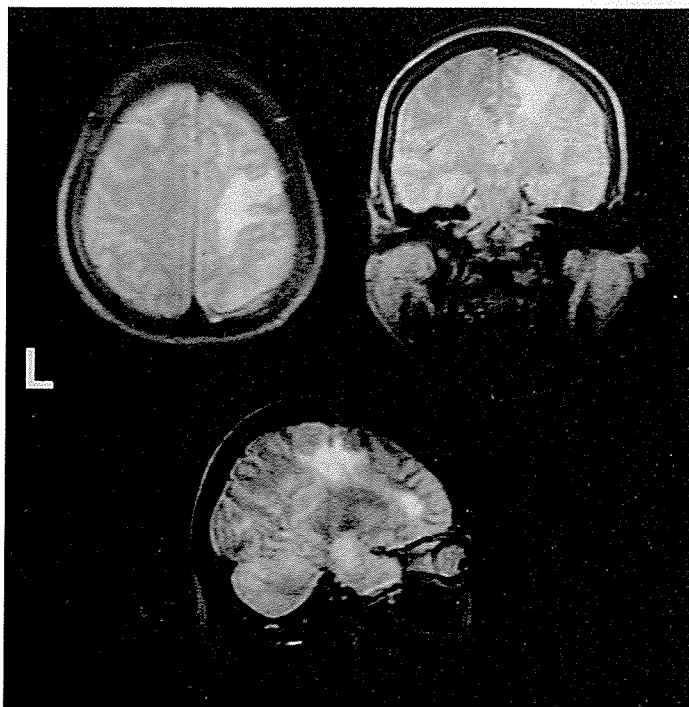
他人の手徴候例の MRI : TR2080ms, TE80ms
